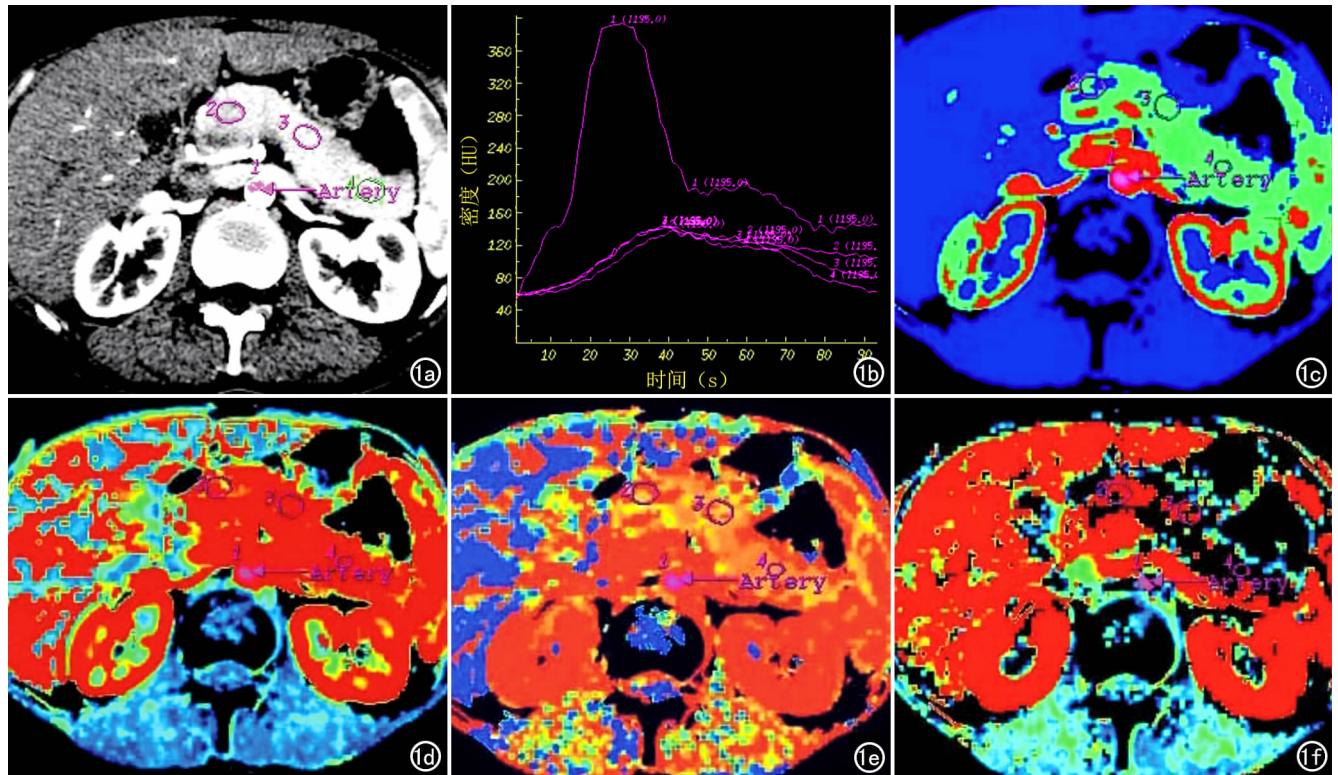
正常胰腺。a) 在胰腺动态增强 CT 图像上确定胰腺输入动脉(腹主动脉)及胰腺头、体、尾部各兴趣区; b) TDC 呈速升速降型(1); c) BF 伪彩图示胰腺血流速度较快(呈绿色),各部位较均匀; d) BV 伪彩图示胰腺血容量高(呈红色),各部位较均匀; e) MTT 伪彩图示胰腺毛细血管内血流平均通过时间短(呈桔色),各部位基本均匀; f) PS 伪彩图示胰腺毛细血管通透性低(呈蓝黑色)。
